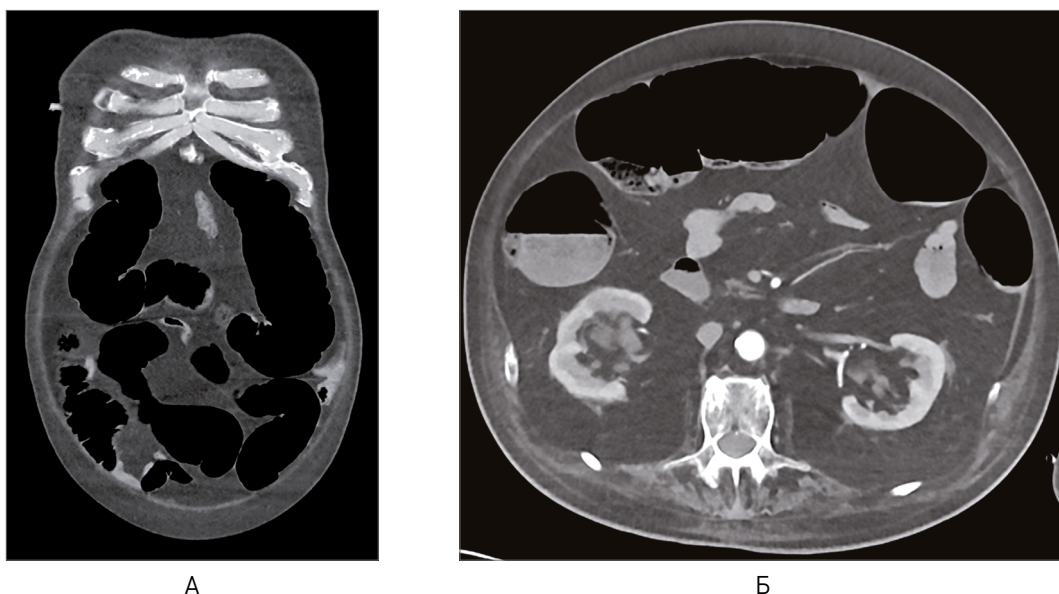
КТ органів черевної порожнини: А) коронарна проекція; Б) аксіальна проекція
